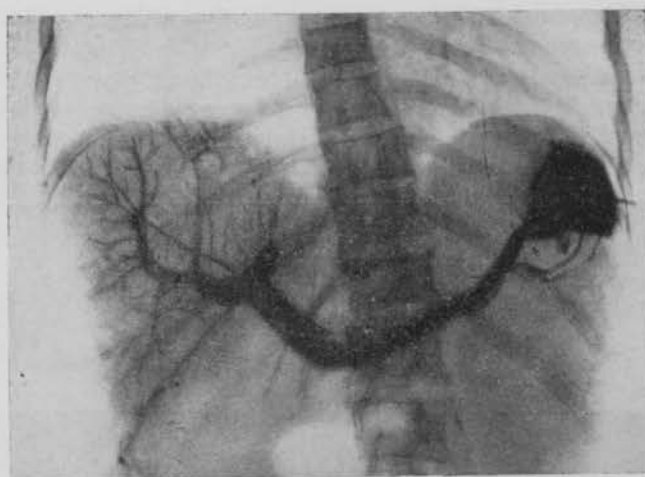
Esplenoportografía. Isabel Loeches. 2-XII-58. Después de corregido el hipotiroidismo. Radiografía tomada al 1' de iniciada la inyección del contraste en el bazo.
